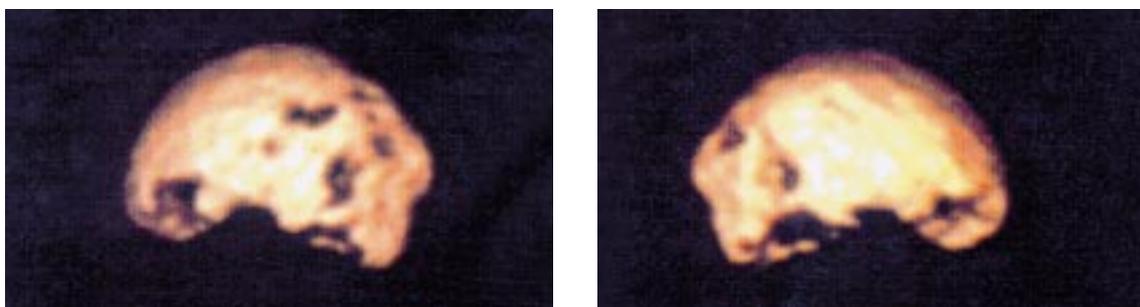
Dies ist der PET Gehirn-Scan eines anderen Patienten, der ca. 16 Monate vor Fertigung dieses Scans chemischer Exposition ausgesetzt war. Die signifikante neuro-psychologische Schädigung schreitet seither fort.
